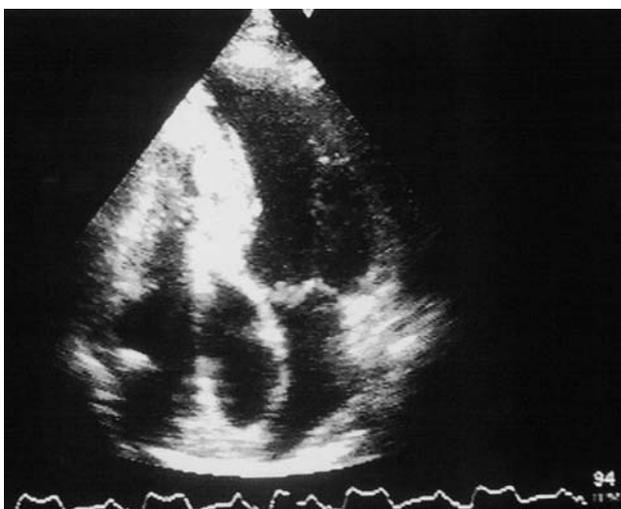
Imagen de ecocardiograma 2D, proyección 4 cámaras. Se observa una dilatación auricular derecha, y engrosamiento valvular.
